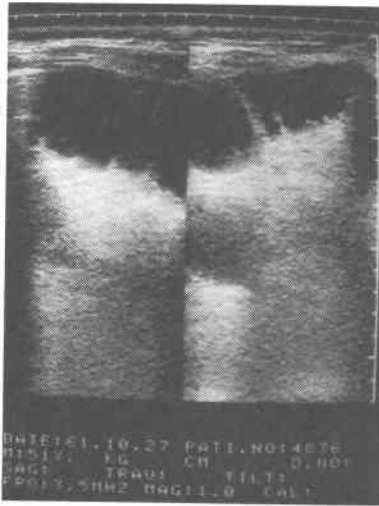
腹部超音波断層像。右季肋部に蠕動運動と内腔に突出する小腸ひだを伴う cystic mass を認めた。
